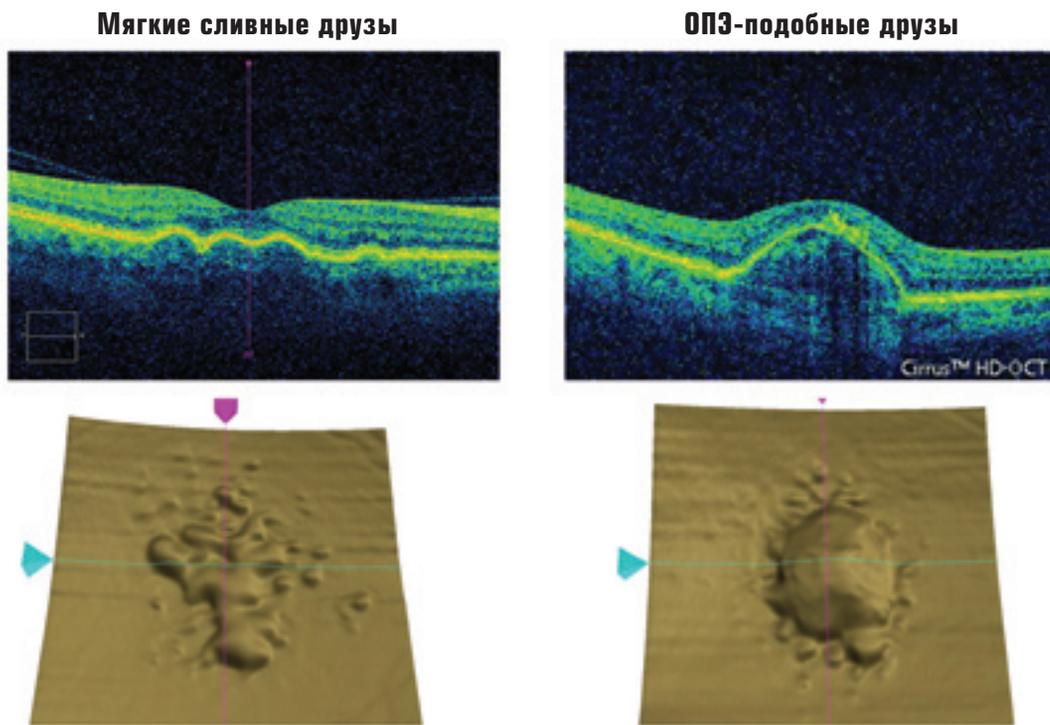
Пример мягких сливных и ОПЭ-подобных друз по данным оптической когерентной томографии
